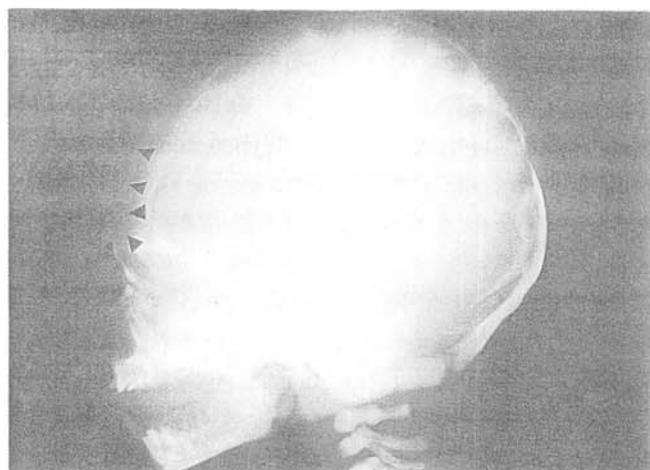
Skull X-ray: arrows indicate bony defect in frontal area.
